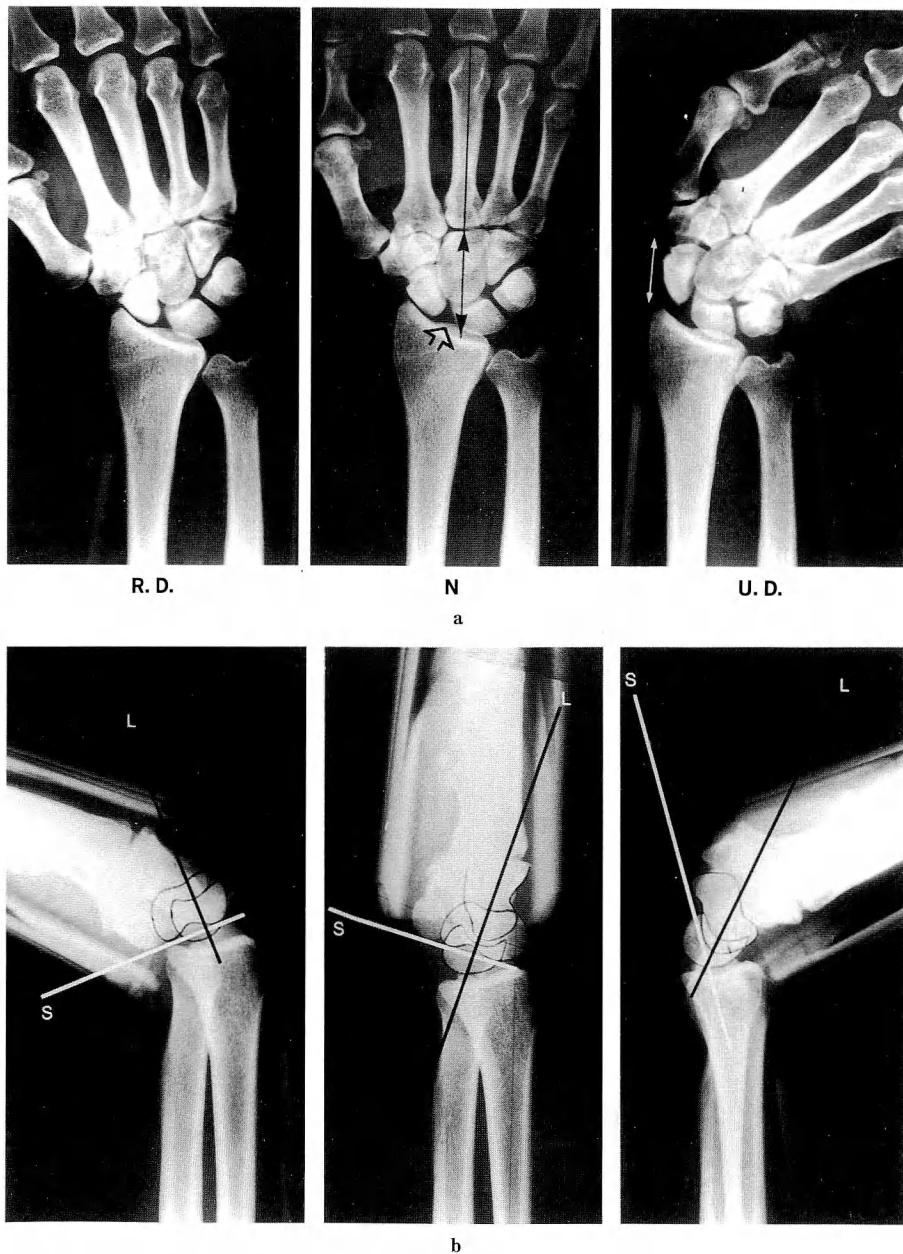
The radiography of the static scapholunate dissociation.
